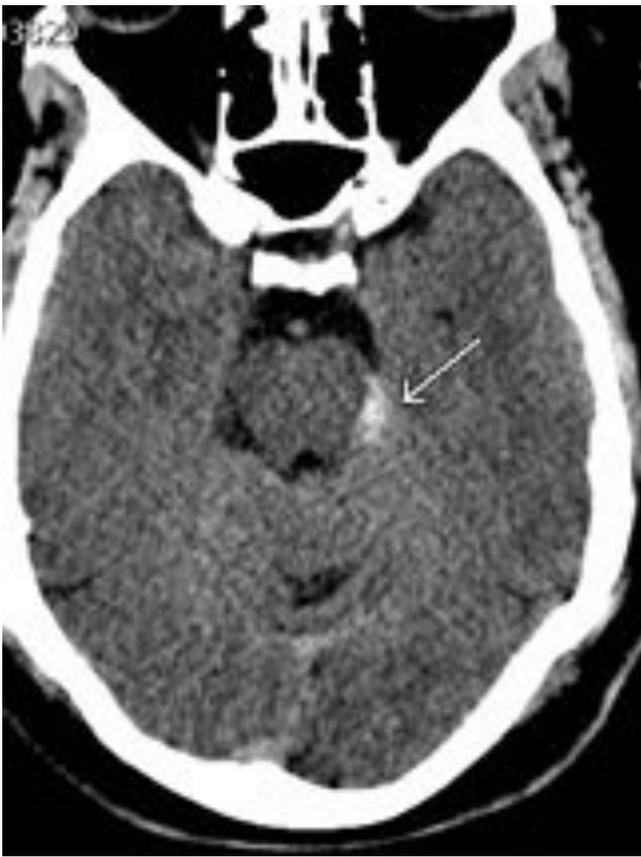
HSA en cisterna ambiens izquierda, sin evidencia de aneurismas en angio-TC.
